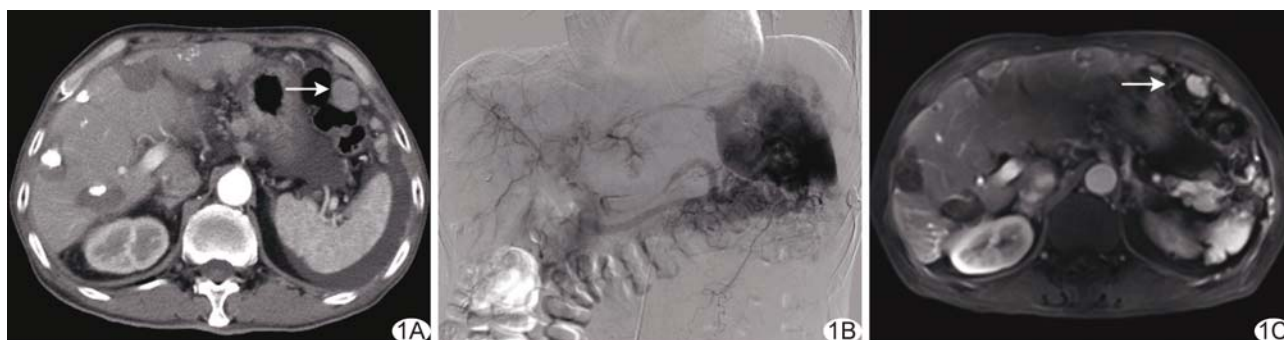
肝细胞肝癌术后腹腔淋巴结转移 A. 肝脏移植术后 2 年, 增强 CT 示左上腹多发淋巴结转移(箭); B. 腹腔动脉造影可见脾周淋巴结染色; C. 治疗后 MR 检查示腹腔淋巴结缩小(箭)
